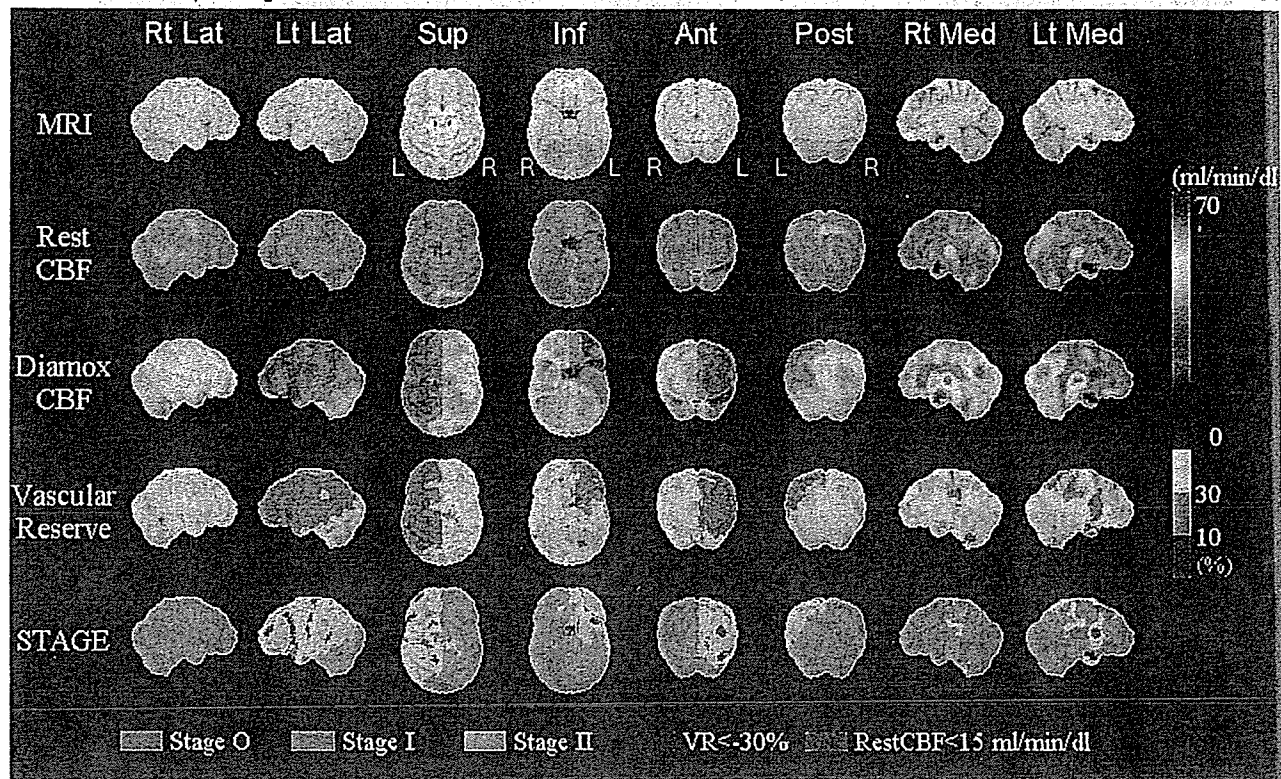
図 4-9 の症例での術前脳血流 SPECT の SEE 解析
